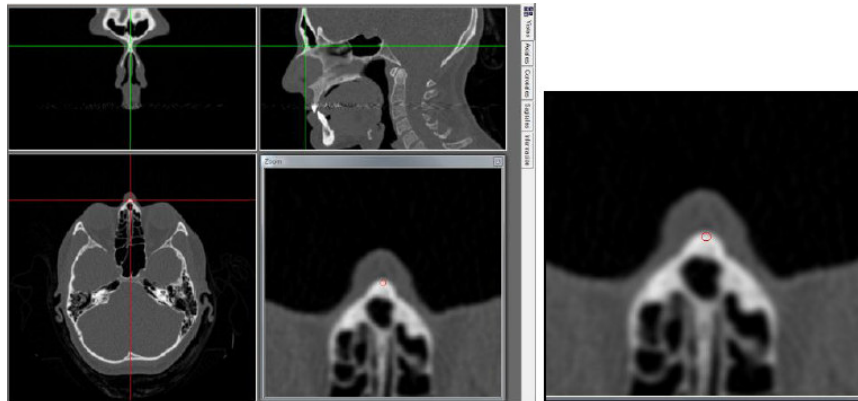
Imagen donde se ubica el punto N en la CBCT.
